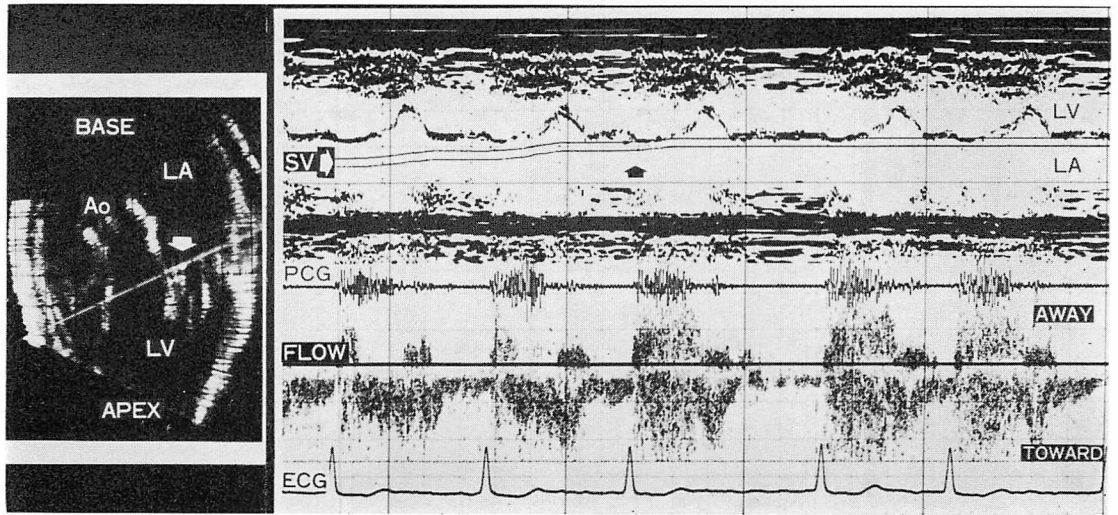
Abnormal Doppler signals at the mitral ostium in a patient with torn chordae of the posterior mitral leaflet.
